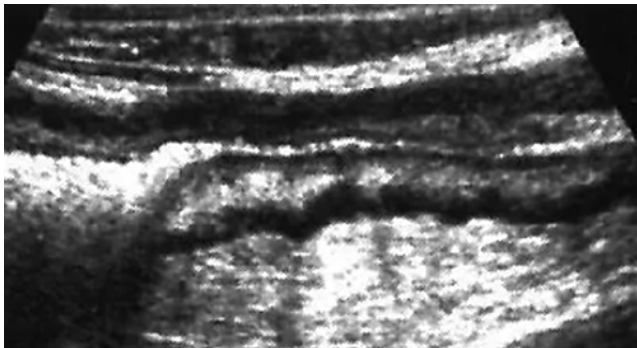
УЗИ брюшной полости пациента Л., 55 лет. Ds: Колит на фоне болезни Крона. Утолщение всех слоев кишечной стенки, воспалительный инфильтрат в жировой клетчатке вокруг пораженной кишки (фото авторов)
